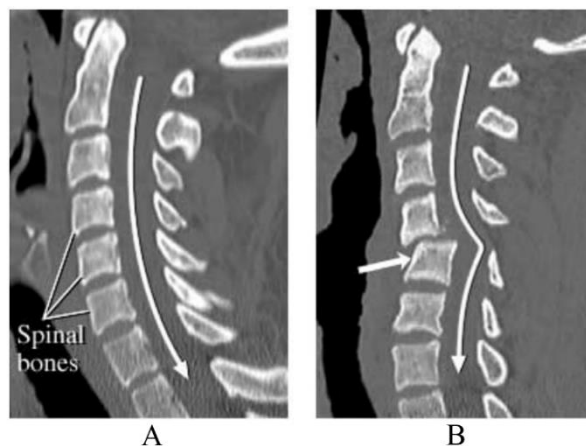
Le CT scan de gauche (A) montre la position normale des os de la colonne vertébrale tandis que l'image de droite (B) révèle une importante luxation qui a endommagée la moelle épinière (non-visible sur l'image). Intermountain Medical Imaging, Boise, Idaho.
